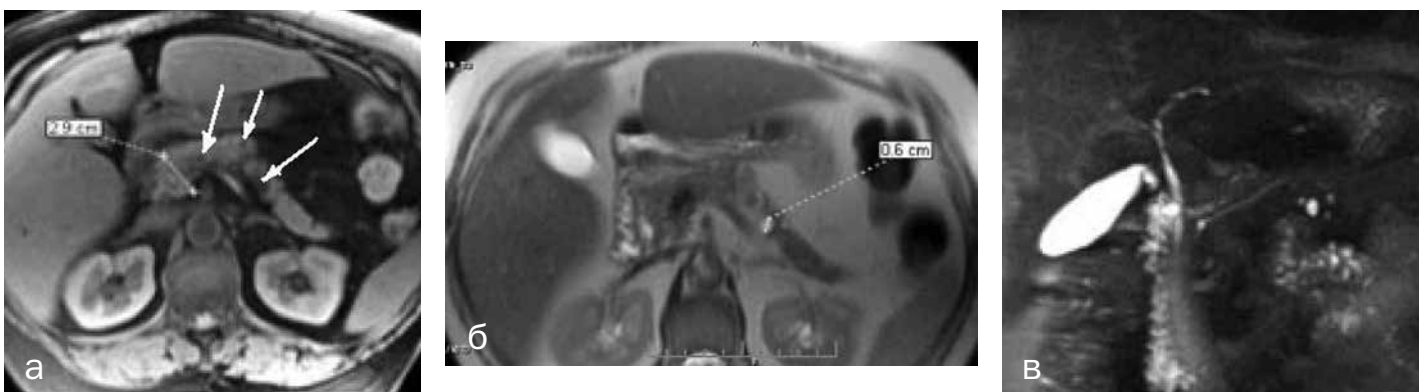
МРТ пациента В., 32 лет, с периодической болью в верхних отделах живота, в анамнезе приступ острого панкреатита: а — T1-ВИ с подавлением сигнала от жировой ткани в аксиальной плоскости, размеры головки ПЖ незначительно увеличены (2,9 см), сигнал от паренхимы железы с мелкими очагами пониженного сигнала от жирового замещения ацинарной ткани (короткие стрелки), размеры тела и хвоста уменьшены вследствие атрофических изменений, по заднему краю тела ПЖ визуализируется мелкое кистозное образование диаметром 0,6 см (большая стрелка); б — T2-ВИ в аксиальной плоскости на том же уровне, более отчетливо видны ГПП и мелкая псевдокиста (стрелки); в — 3D-реконструкция, МР-холангиография, визуализируются неизменный общий желчный проток, ГПП без дополнительных боковых браншей и кистозное образование в краевых отделах паренхимы тела ПЖ, не сообщающееся с ГПП.
